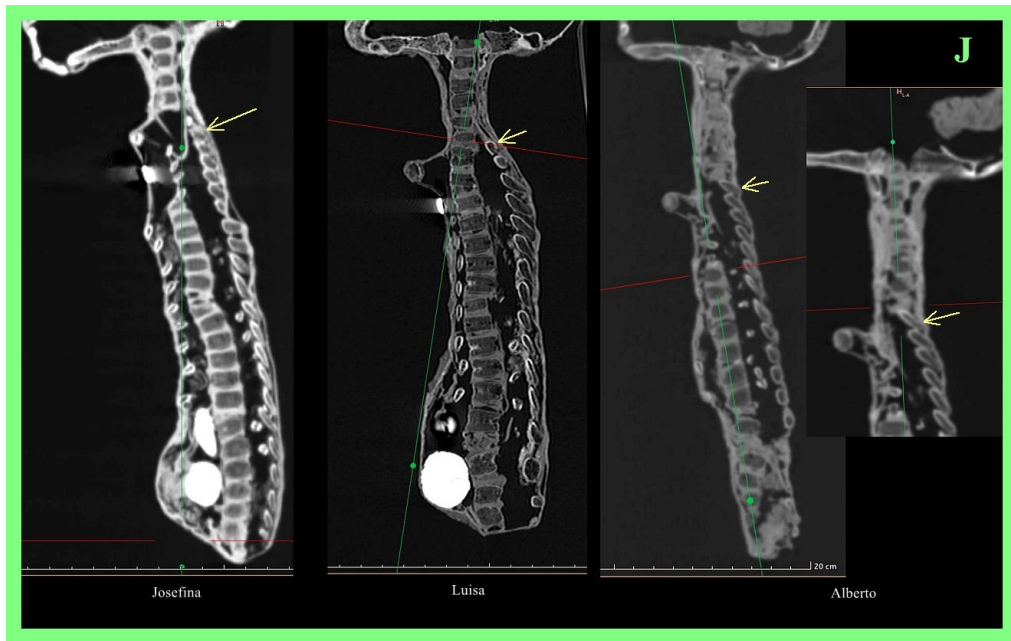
TC 2D sagital de las columnas de 'Josefina' (imagen izquierda), 'Luisa' (imagen centro-izquierda) y 'Alberto', incluida vista localizada ampliada de la columna cervical (imágenes derechas), con anatomía completamente diferente de la de los tridáctilos tipo M. Nótese el amplio canal espinal y los elementos posteriores de las vértebras que comienzan justo por encima del nivel de la fúrcula (flechas amarillas). Nótese que la parte superior de la gastralia casi toca la columna. Se observan vértebras aisladas aplastadas y subluxación en todos los especímenes.
